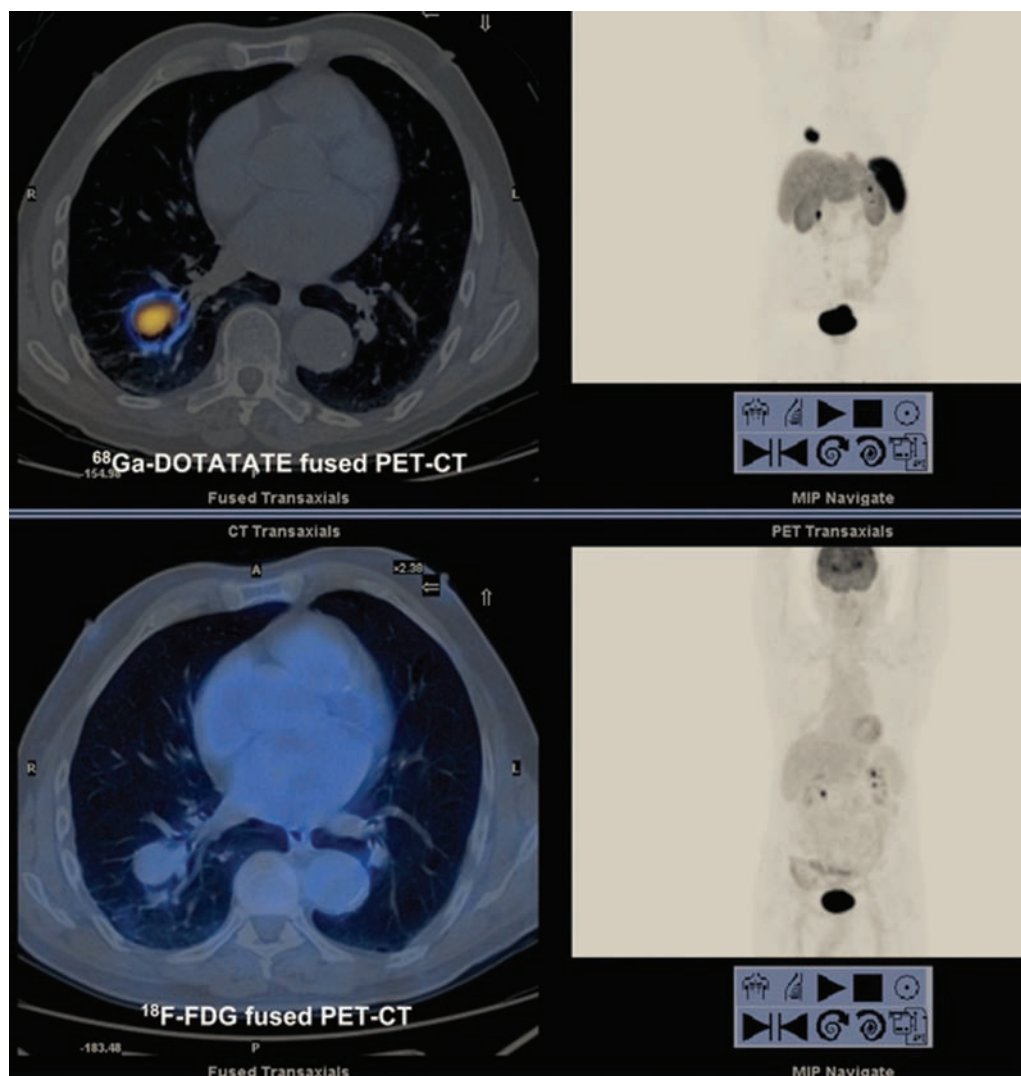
ПЭТ/КТ изображение 85-летнего мужчины с типичным бронхиальным карциноидом в правой нижней доле. Опухоль показывает высокое накопление ^{68}Ga -DOTA-TATE и минимальное накопление ^{18}F -FDG
